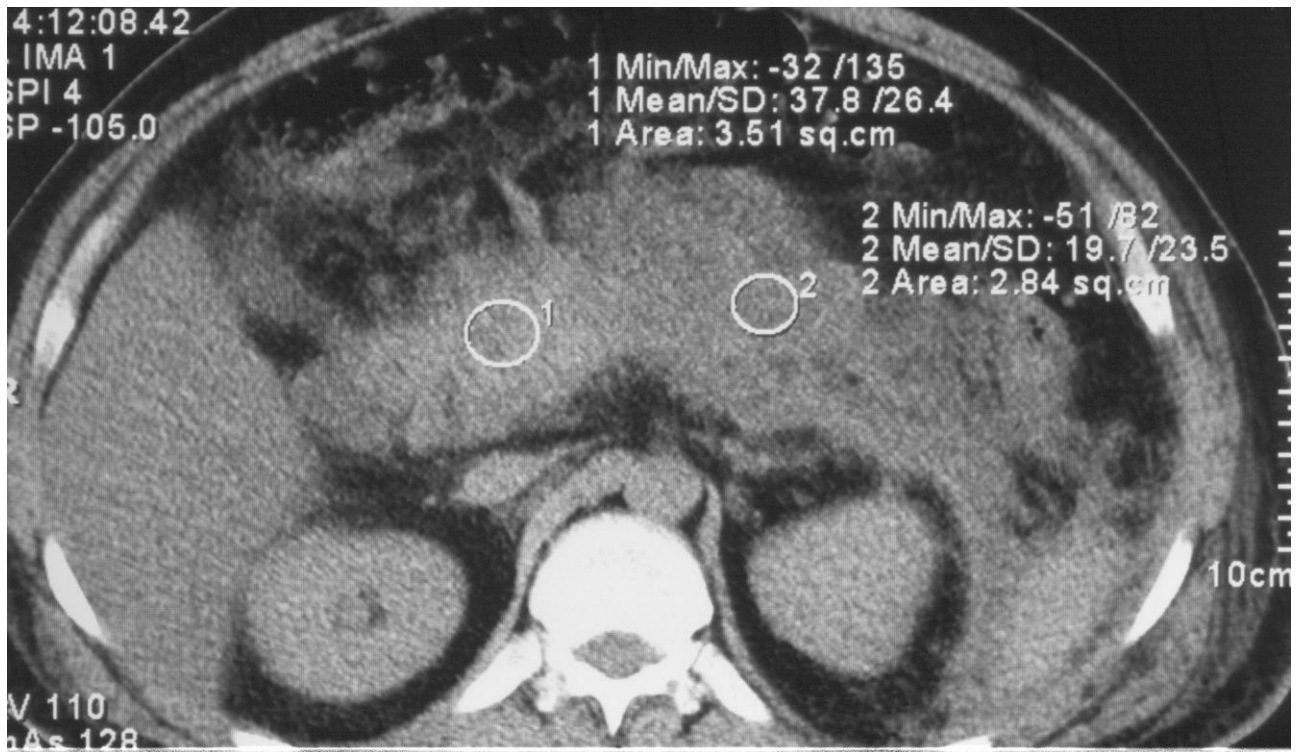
Контрастно–підсилена комп’ютерна томограма. Хворий Б., 39р., карта стаціонарного хворого № 1738504. Тотальний панкреонекроз. 1. – життєздатна тканина головки підшлункової залози; що поглинає контраст; 2. – зона некрозу тіла підшлункової залози, що не поглинає контраст
